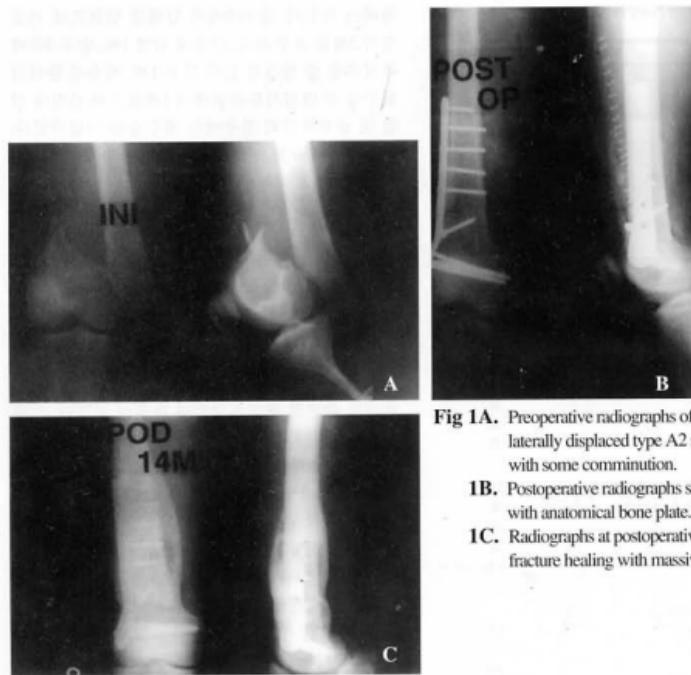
Preoperative radiographs of 19 year-old male show laterally displaced type A2 supracondylar fracture with some comminution.
